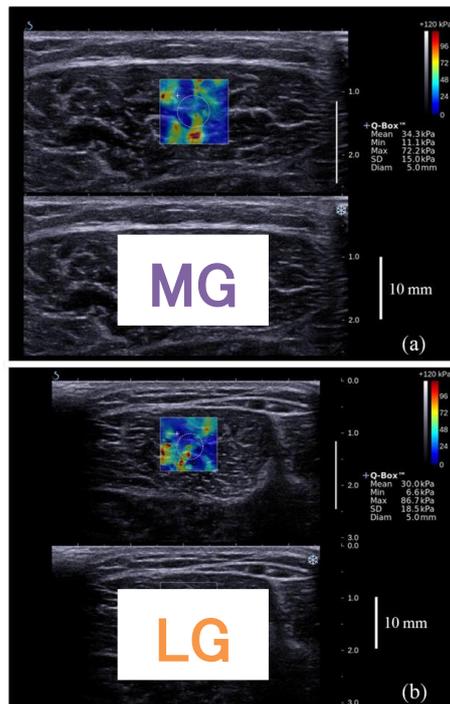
腓腹筋内側頭 (MG) 及び外側頭 (LG) の超音波エラストグラフィ画像
